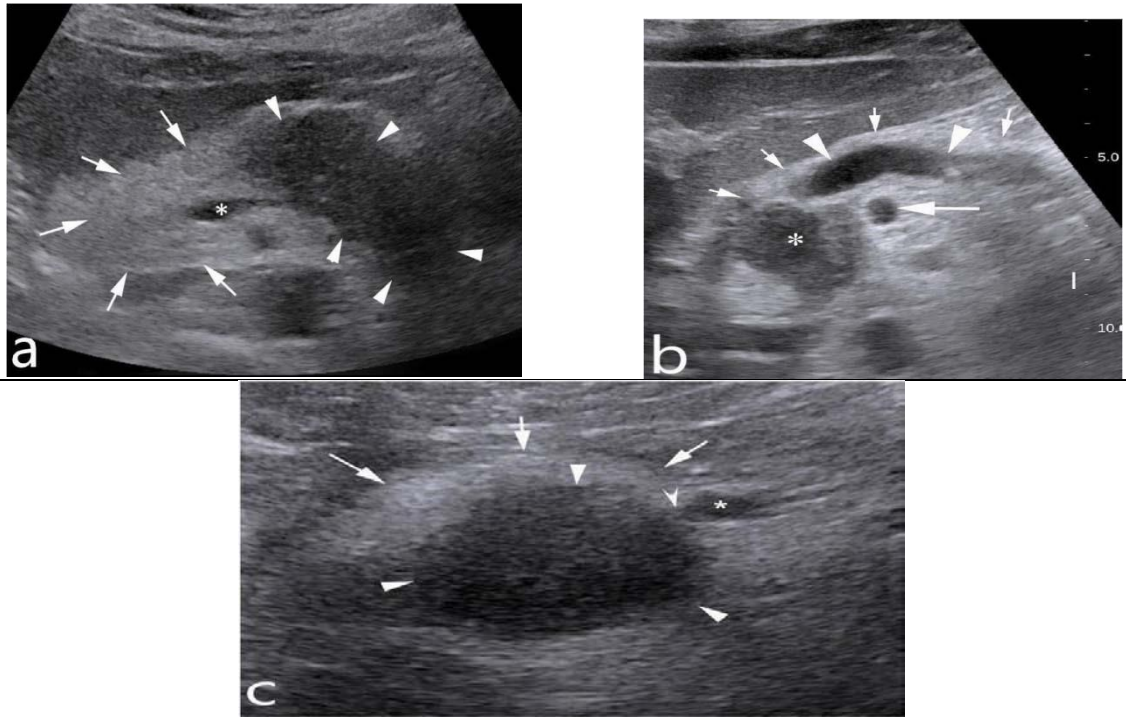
différents aspects d'adénocarcinome pancréatique à l'échographie
